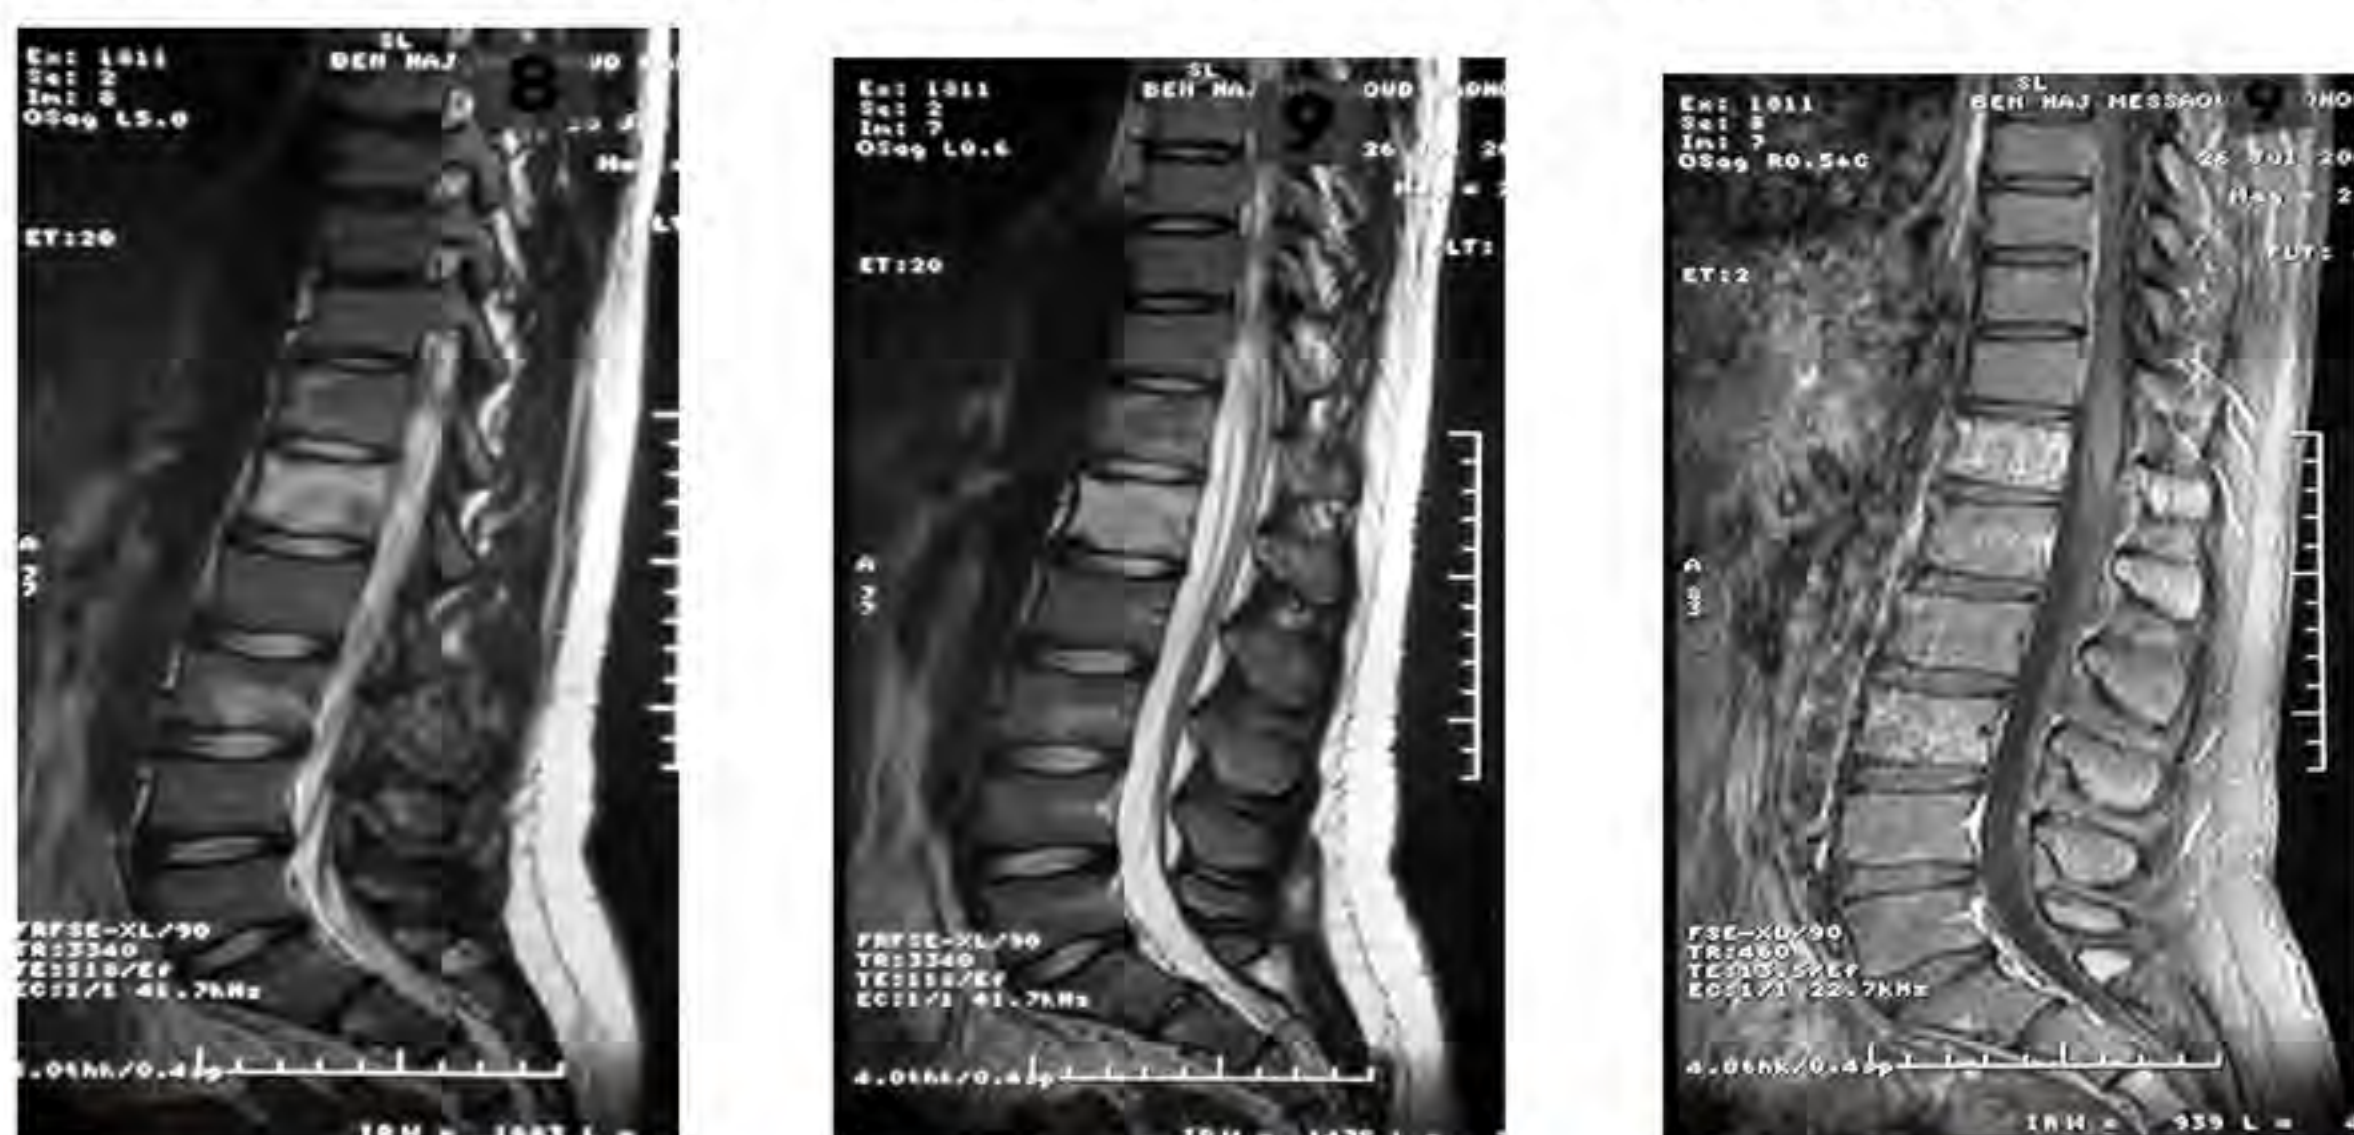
IRM rachidienne: Lésions vertébrales au niveau de L1 et L3 d'allure inflammatoire riche en graisse sans extension endocanalaire.
